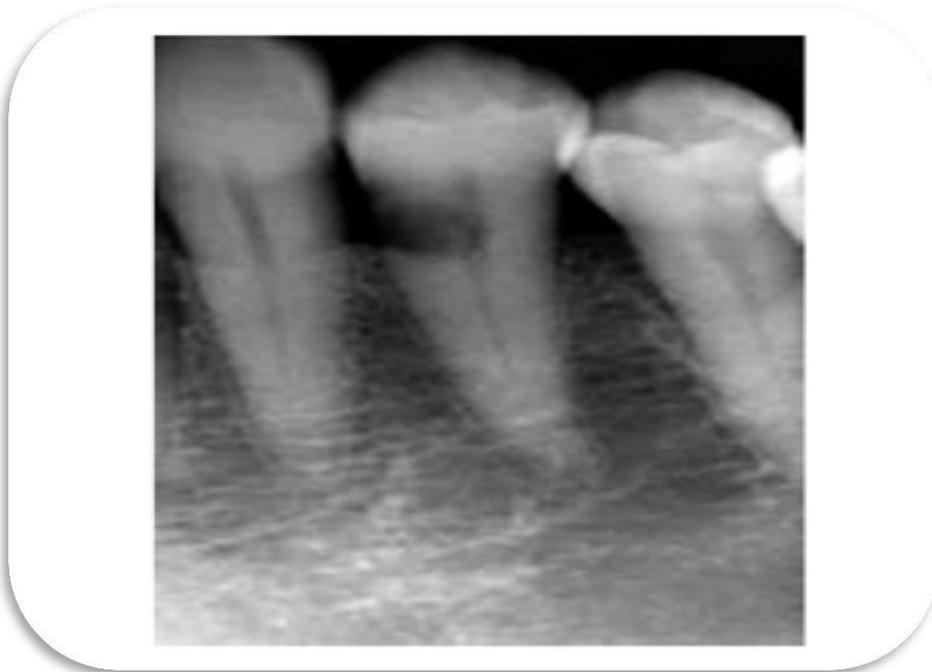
Radiografía convencional periapical que presenta defecto de resorción en el cuello cervical en el primer premolar derecho permanente, la lesión ha provocado reabsorción, pero la profundidad de la lesión no puede ser determinada a partir de las radiografías periapicales convencionales <sup>(17)</sup>.
